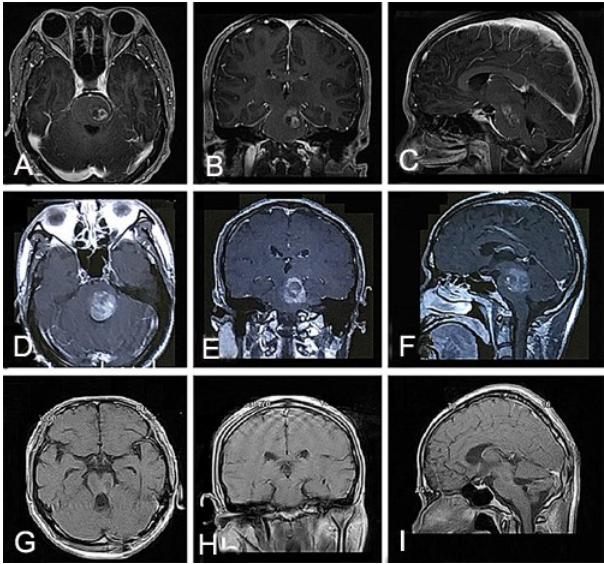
脑干海绵状血管瘤经枕幕下入路神经内镜手术切除前后 MRI
